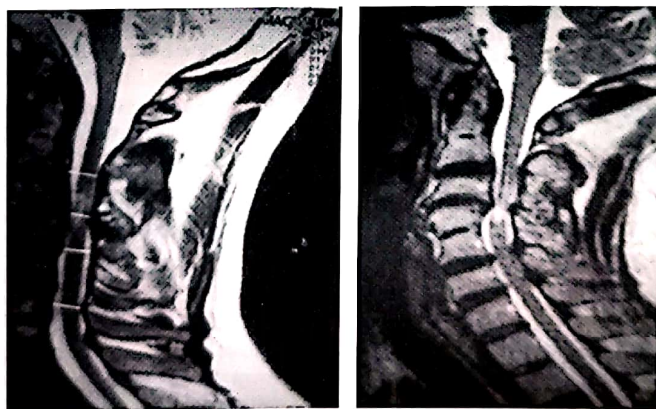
Imagini RMN caracteristice mielopatiei cervicale prin OLLP.
